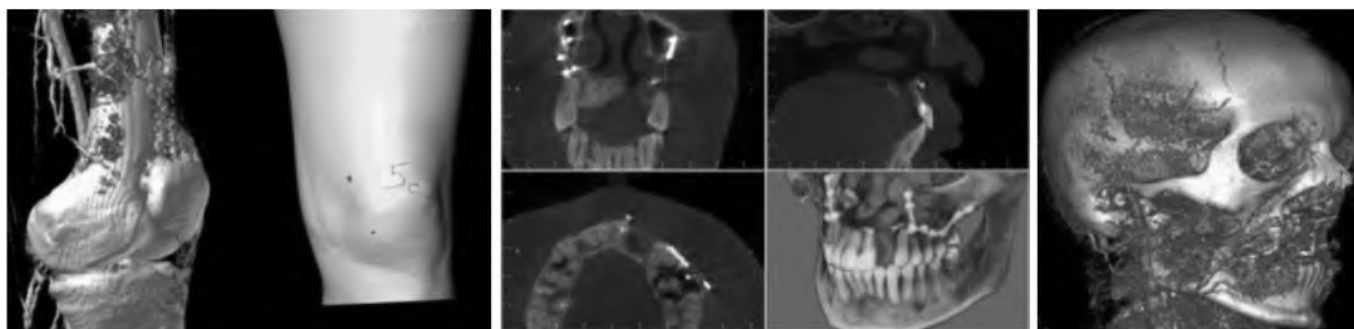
МСКТ-исследование средней зоны лица и бедренной кости с ангиографией нисходящей коленной артерии, наружной сонной артерии.
